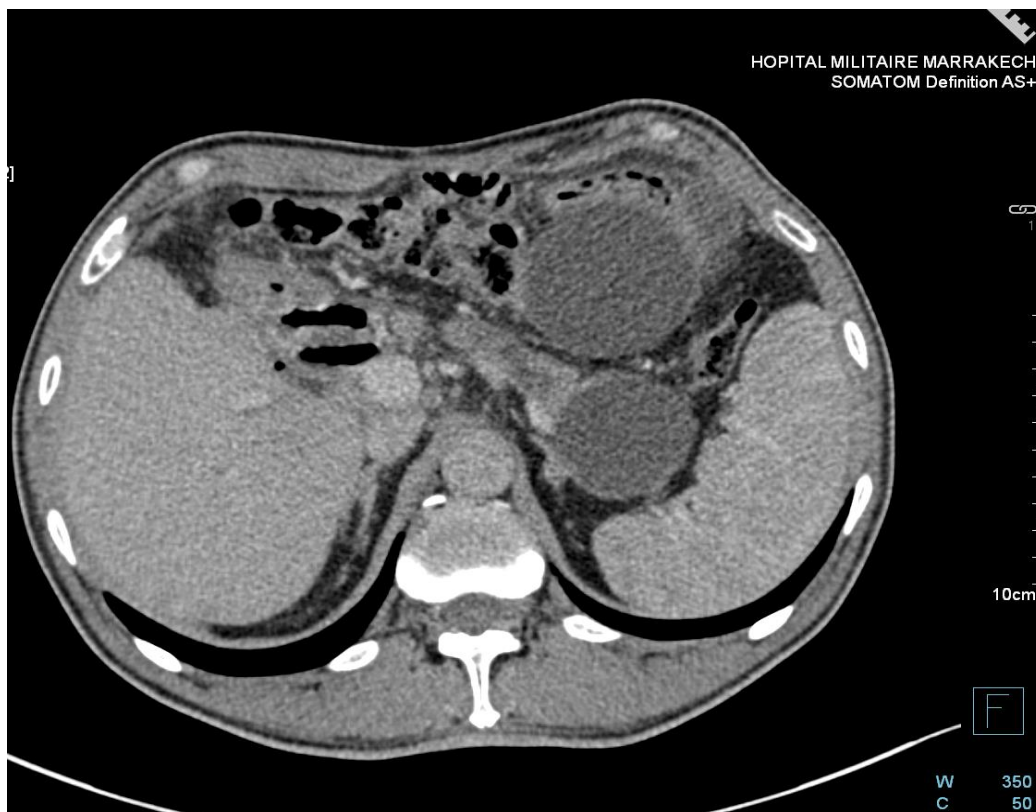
image TDM d un PKP post pancréatite aiguë
